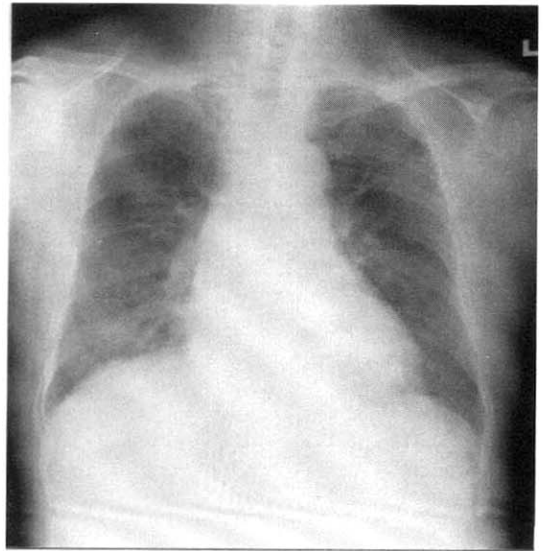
Follow up chest radiograph, after stopping of amiodarone and using steroid, shows decrease in extent of patchy opacities in both lung fields.
